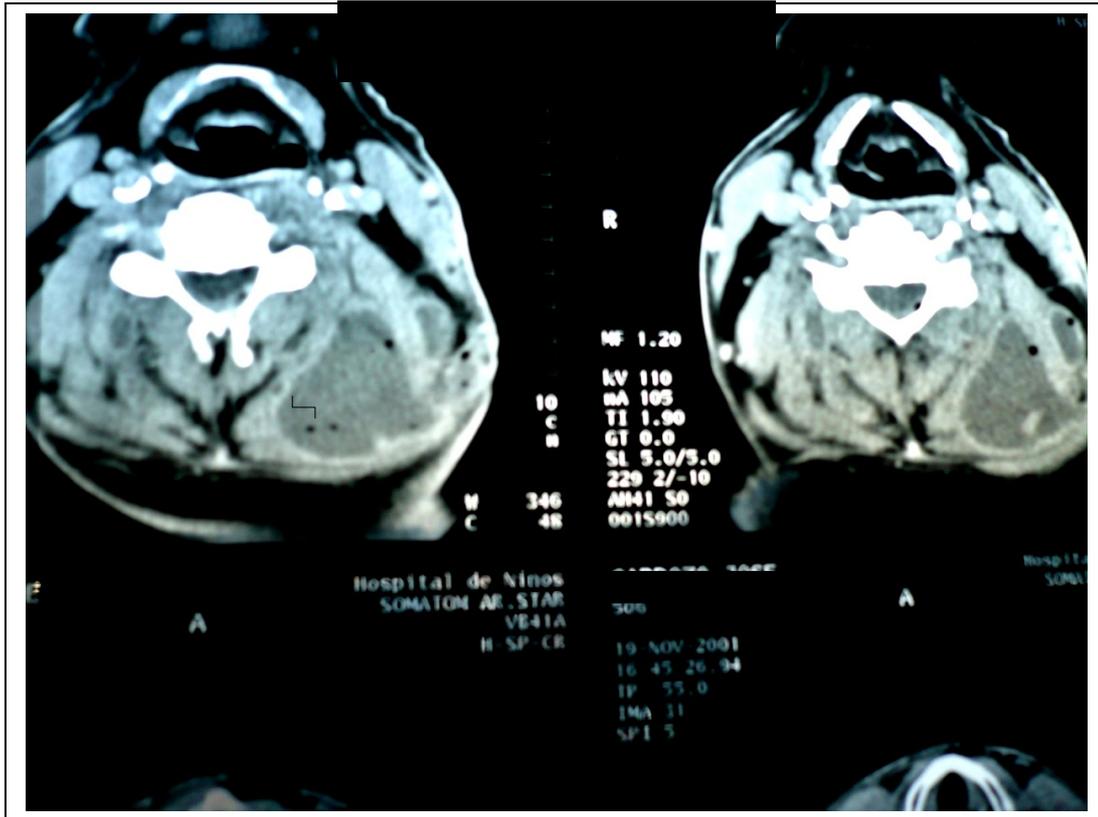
Colecciones múltiples heterogéneas que realzan periféricamente, con burbujas de aire en su interior, compatibles con abscesos en músculo esternocleidomastoideo y región lateral izquierda y posterior del cuello, producidas por *Actinomyces spp.* Tomografía axial computada con contraste IV.
